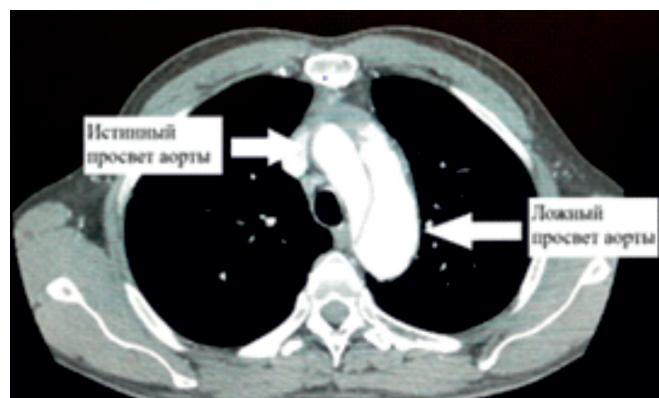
Компьютерная томография грудного сегмента
